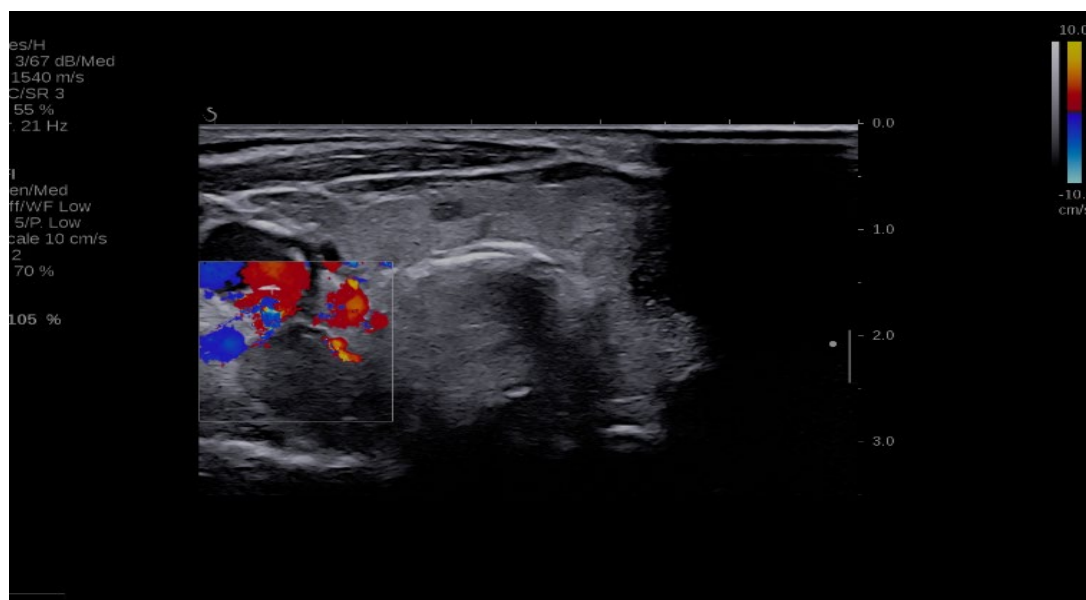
Evaluarea ultrasonografică a glandei paratiroide hiperplaziate modul 2B, vizualizarea glandei paratiroide drepte în modul Color Doppler.
